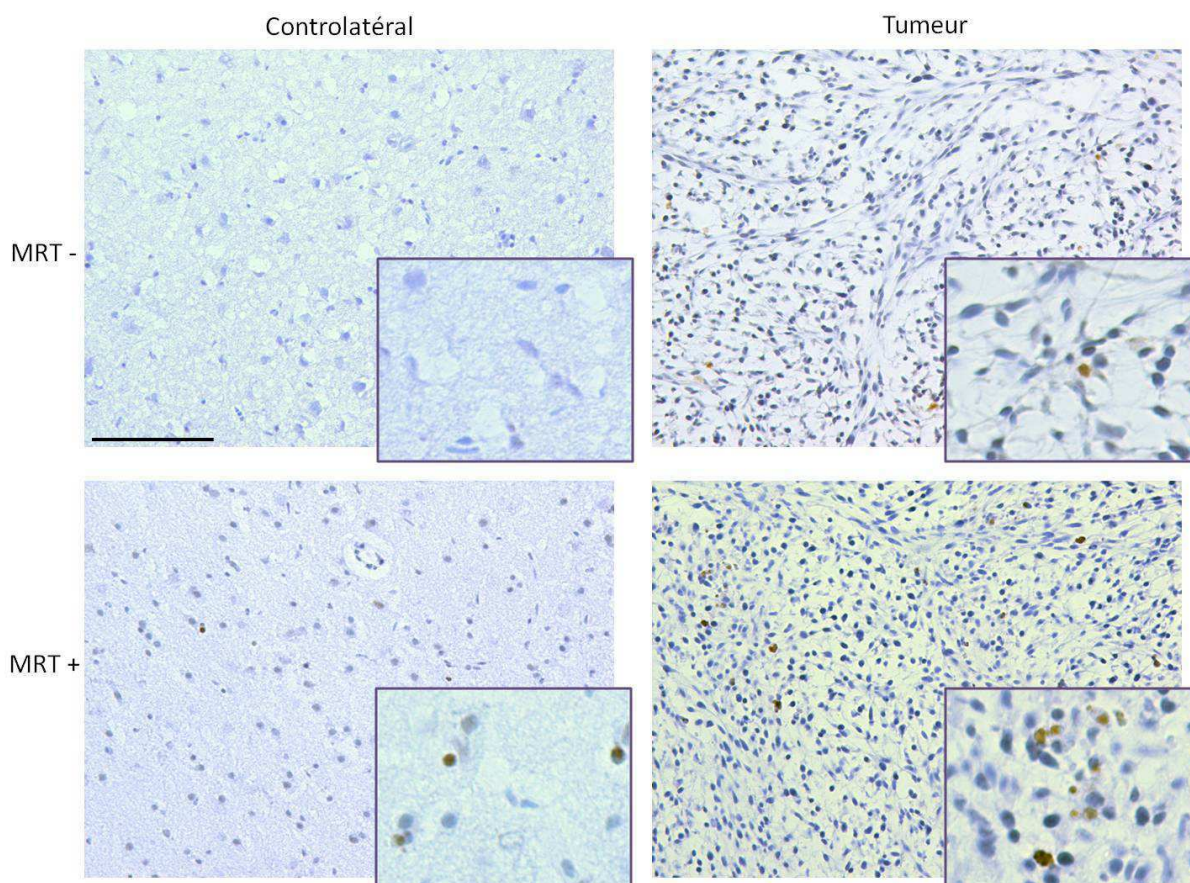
Visualisation des cellules apoptotiques par marquage TUNEL (brun) au sein des tissus sains et tumoraux, 6h après irradiés ou non par MRT. Les noyaux sont colorés à l'hématoxyline. Barre d'échelle : 100 μ m.
